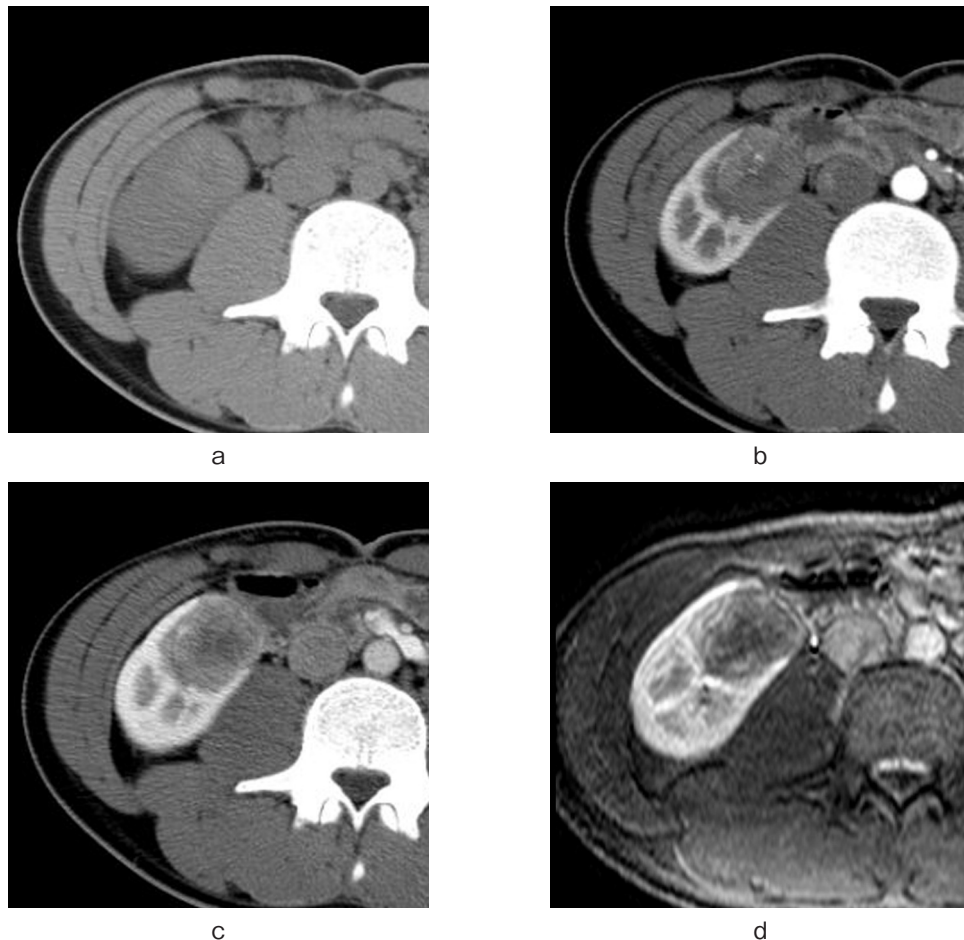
a-d: CT and MRI revealed a 33×38 mm mass in the inferior portion of the right kidney.
